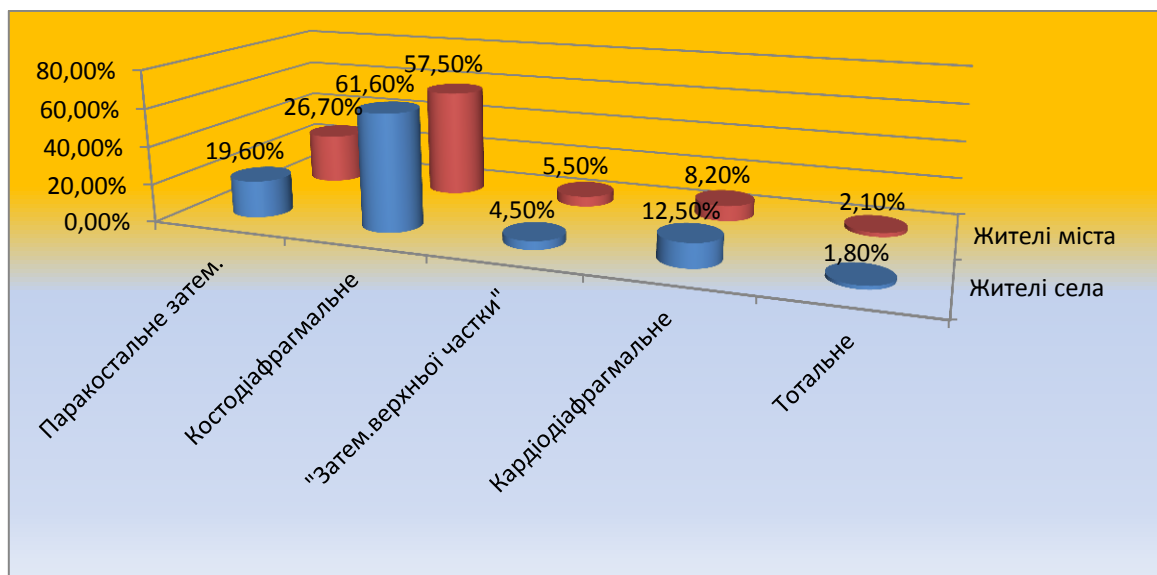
Особливості рентгенологічної картини досліджених хворих
